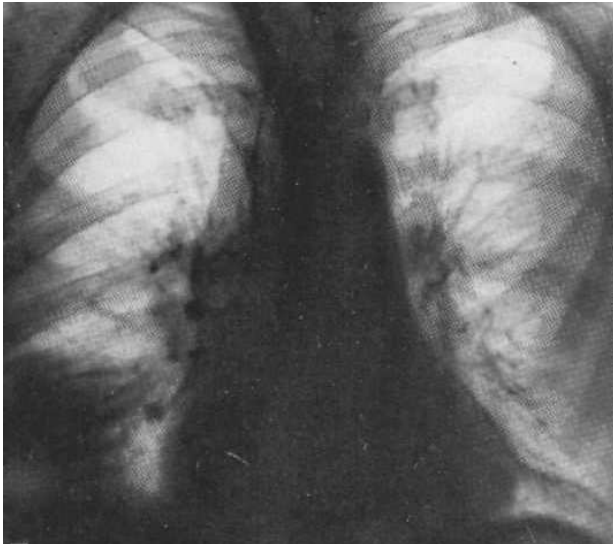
Оглядова рентгенограма. Бронхіоло-альвеолярний рак
